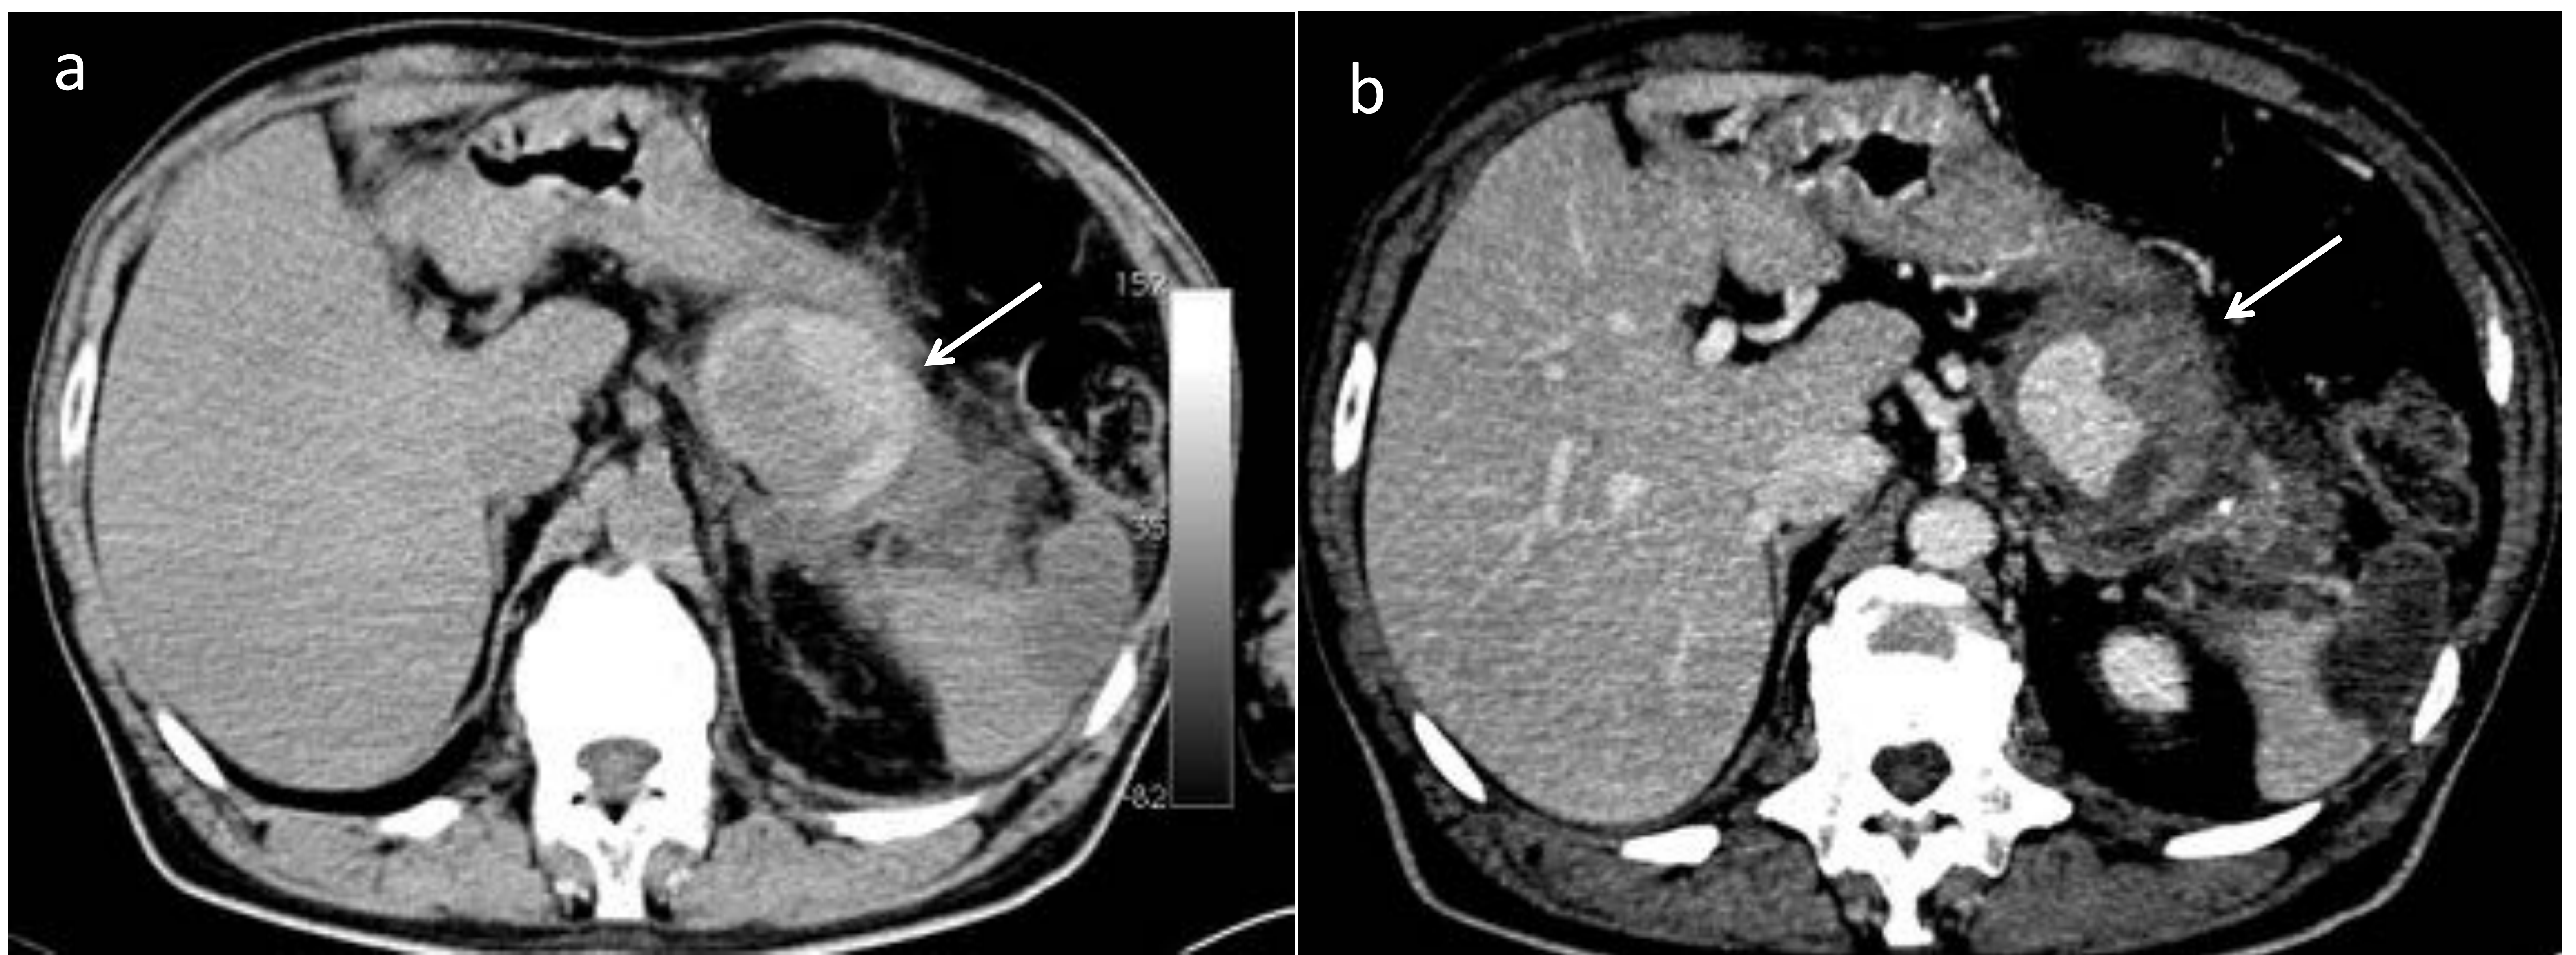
Hombre 68 años, cirrosis alcohólica, ingreso por PA. TC (a) sin contraste iv, muestra una colección de líquido en la cola pancreática posterior, de alta densidad, que comunica con material de alta densidad entre la aorta y la vena renal izquierda (flecha). Angiografía por TC (b) que muestra un pseudoaneurisma de la arteria esplénica parcialmente trombosado en la cola pancreática.
